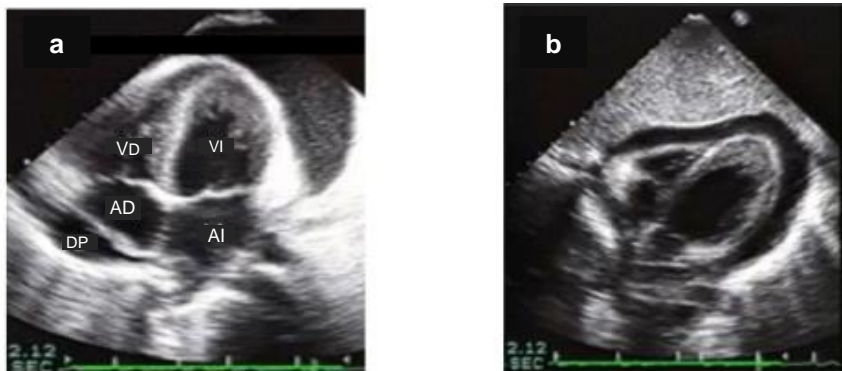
a) Derrame pericárdico circunferencial en vista apical 4 cámaras. DP: derrame pericárdico. b) Derrame pericárdico en vista subcostal 4 cámaras con colapso del ventrículo derecho durante diástole evidenciado (modificado de Walley, Walley, Goodgame, Punjabi, & Sirounius, 2014).
